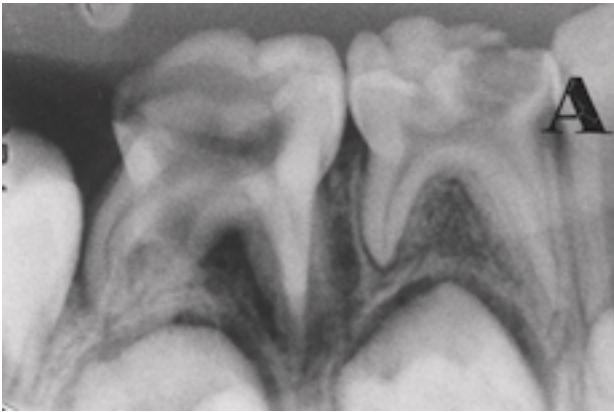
Radiografias de acompanhamento do dente 85 tratado pela técnica de pulpectomia com hidróxido de cálcio.
